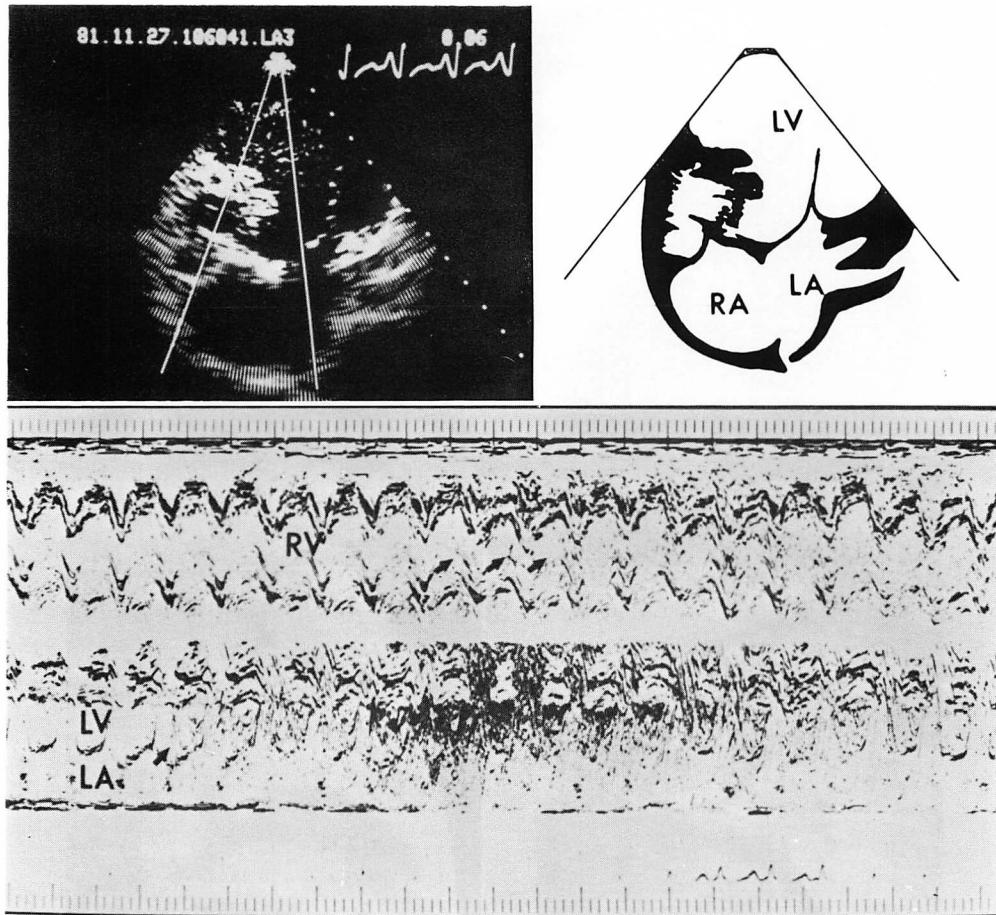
Two-dimensional and dual M-mode echocardiograms of Case 1.
